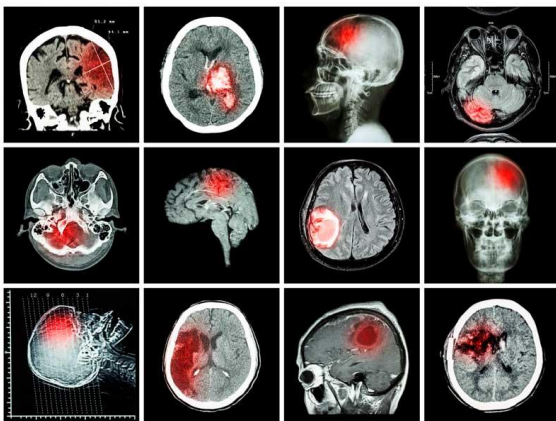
Томографічне зображення черепа людини при КТ
